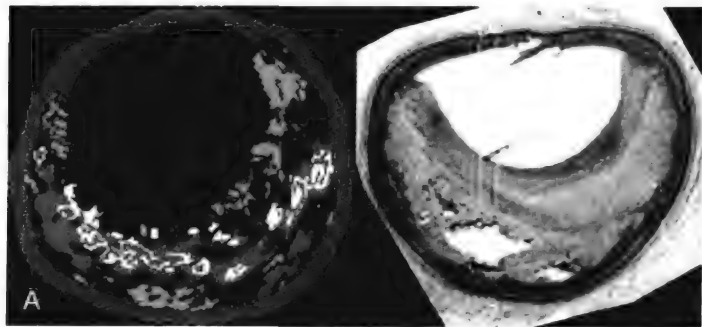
A，钙化纤维粥样斑块的IVUS-VH重建图像（左），该斑块的组织学横断面（右）。B，非钙化的纤维粥样斑块的IVUS-VH重建图像（左），该斑块的组织学横断面（右）。IVUS-VH，血管内超声-虚拟组织学成像。
